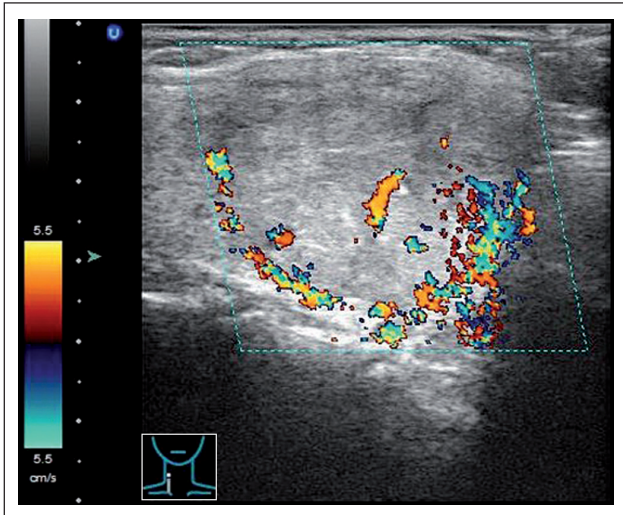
Rechts kaudal gelegenes 3,7 × 3,9 cm follikuläres Adenom einer 56-jährigen Patientin mit deutlicher Randvaskularisation in der Dopplersonographie.
